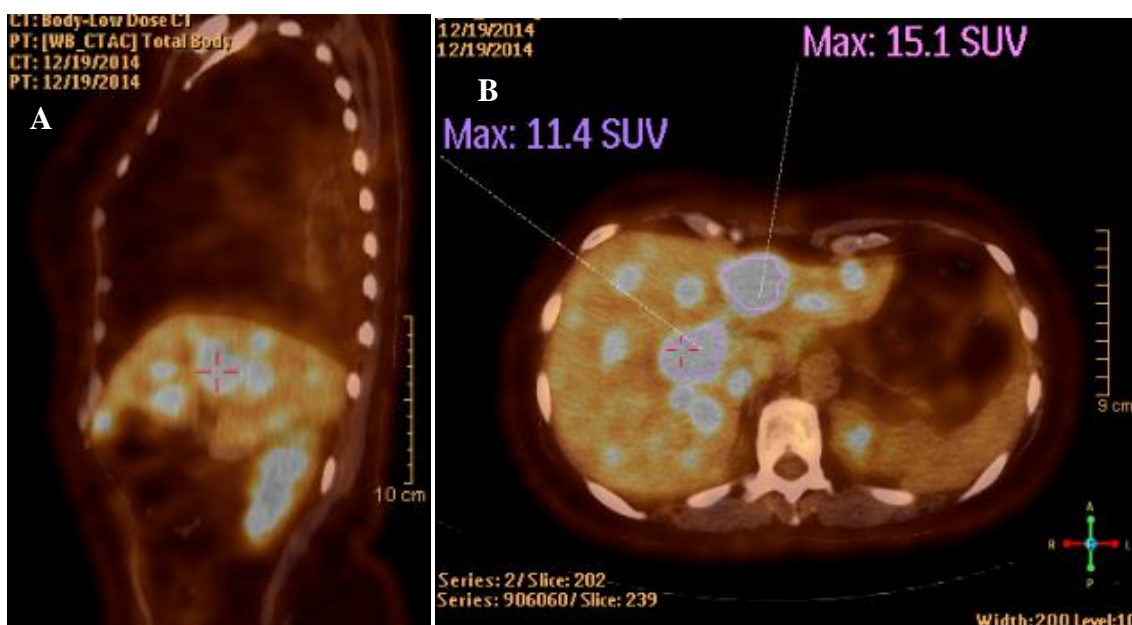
Exame de PET-CT com 18F-FDG de dezembro 2014. A e B: PET-CT – evidência de múltiplas lesões focais hepáticas (A: corte sagital e B: axilar). (Imagens cedidas pelo IPO de Lisboa.)
